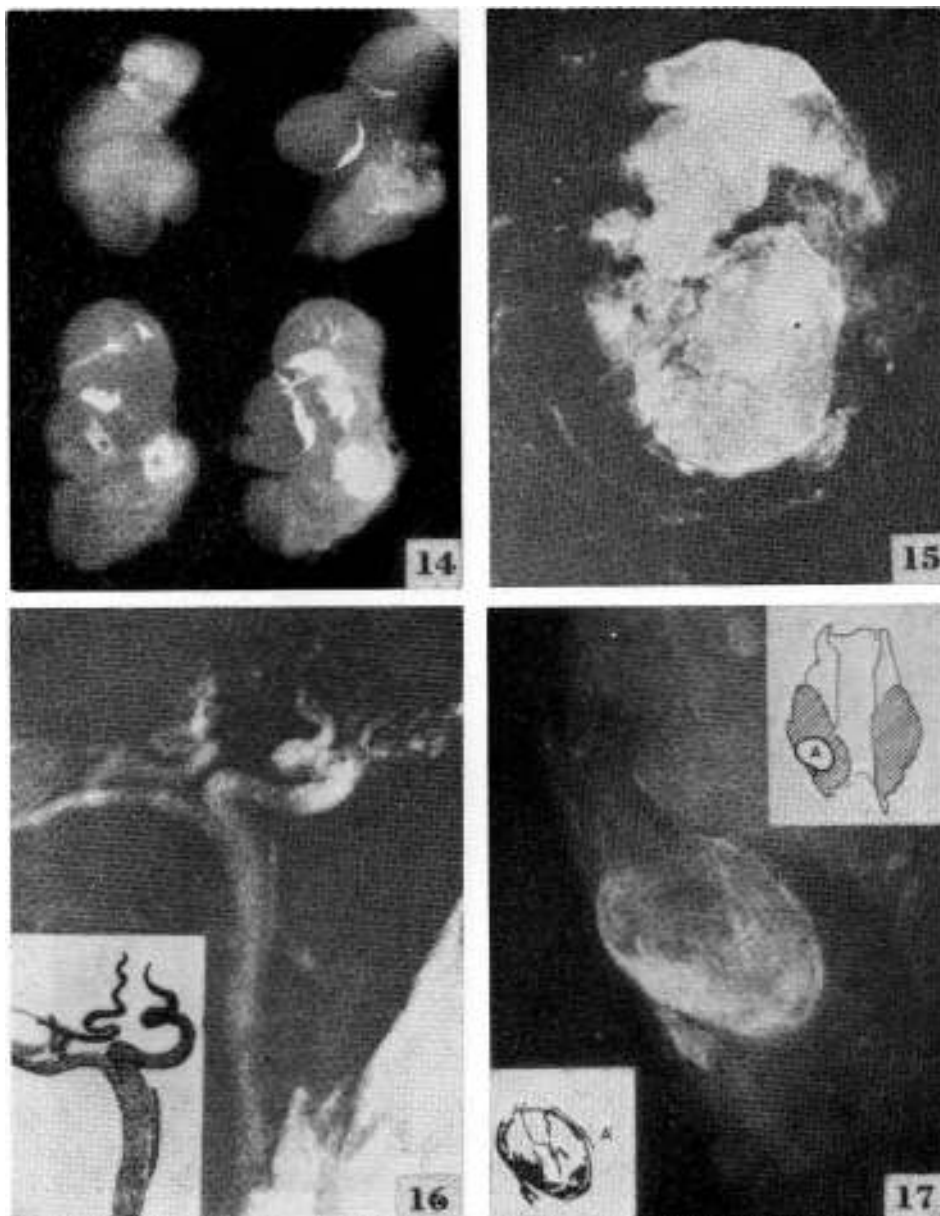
Pieza Nº 16. Inyectada con bario-gelatina, seccionada y radiografiada. Muestra nódulos inyectados en distinto grado: a) No quistificados, en los que la sustancia de contraste penetra sólo en la adventicia rellenando espacio semilunar. b) Nódulos quistificados rellenos masivamente. FIG. 15: Aspecto ampliado de un nódulo con áreas quistificadas inyectado masivamente. FIG. 16: Pedículo vascular de un nódulo mostrando su carácter único y su ramificación. Se señala este documento de particular importancia en la ratificación de los conceptos sobre irrigación del nódulo. FIG. 17: Pieza Nº 26. Inyección con bario-gelatina. Su radiografía muestra nódulo ubicado en la base del lóbulo izquierdo. Muestra vasos limitantes desplazados, red intranodular y pequeña área inferoexterna de relleno masivo, correspondiente a sectores quistificados.
